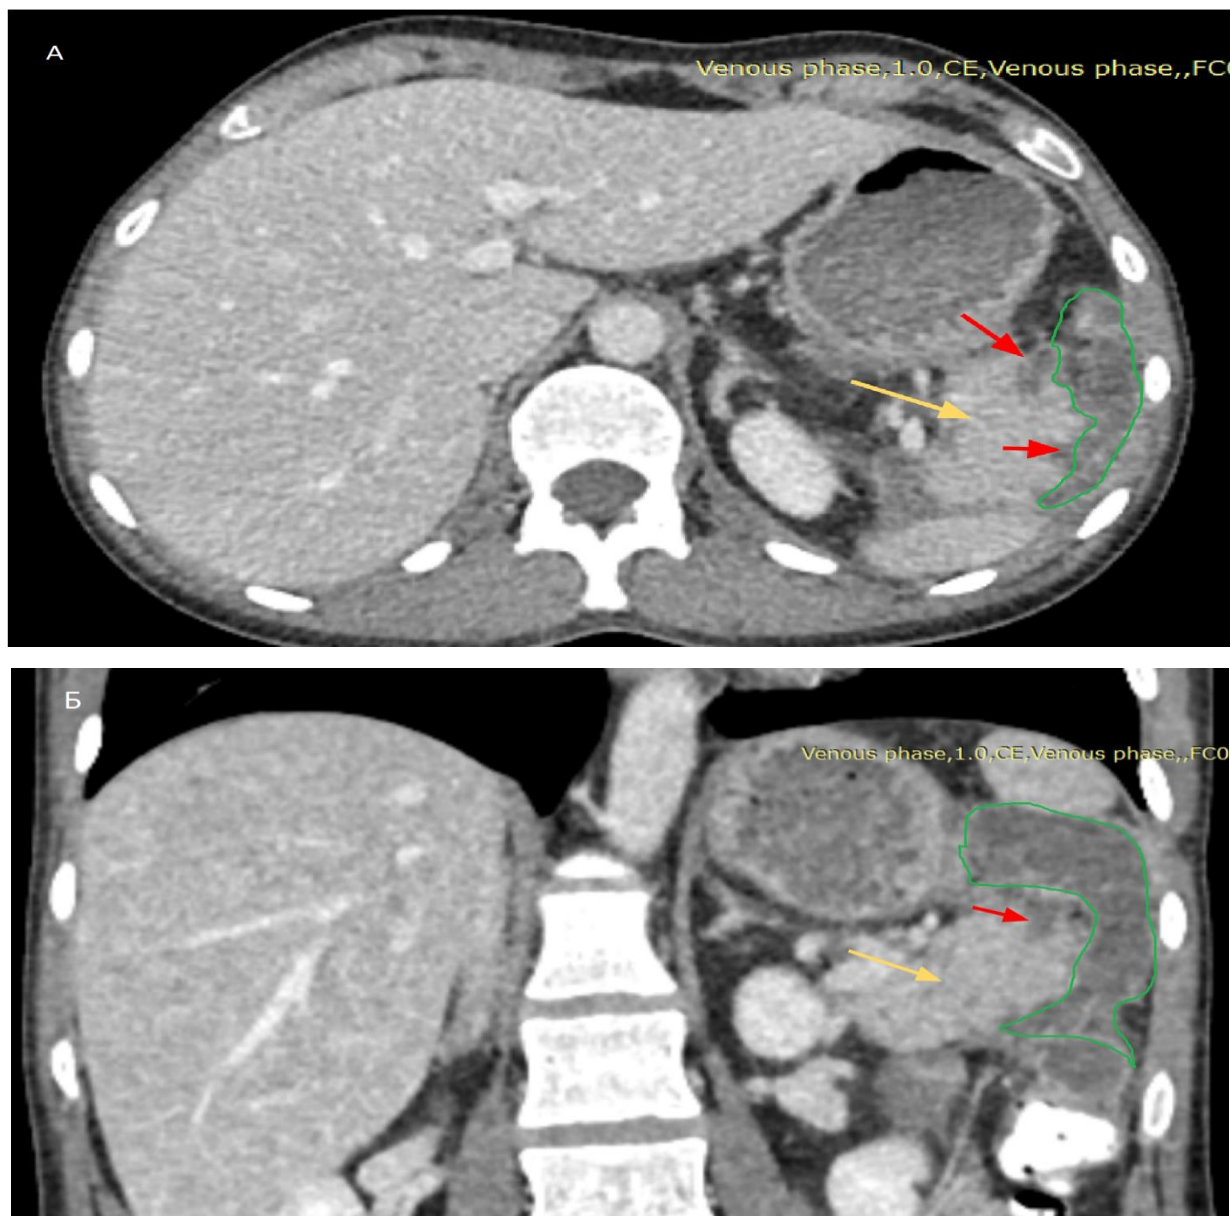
Компьютерная томограмма, венозная фаза: А – аксиальная проекция, Б – фронтальная проекция
